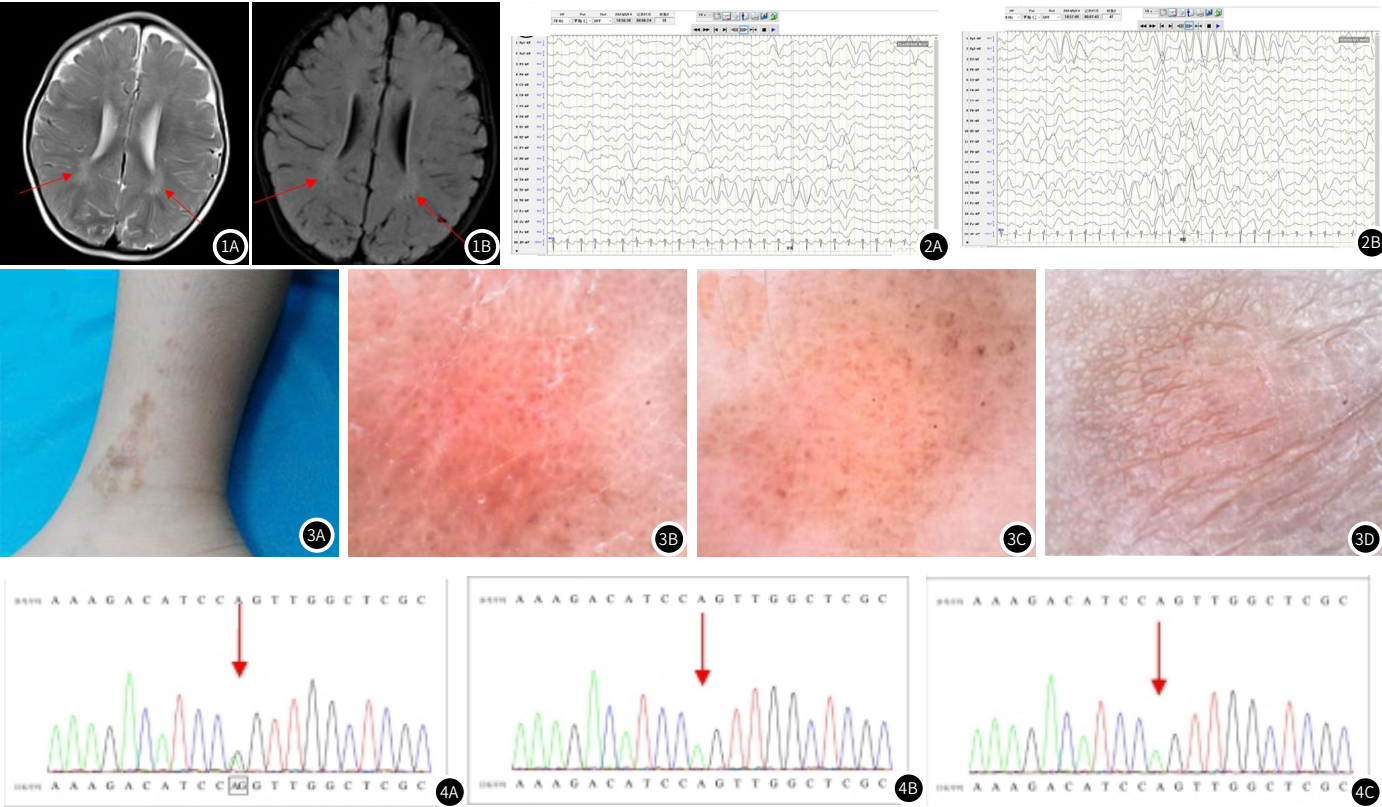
BRYLIB2患儿(1岁5月龄)的头颅MRI图像。图1A~图1B: 可见双侧侧脑室体后部旁白质对称性稍长T2信号, 提示双侧侧脑室体后部旁白质髓鞘化稍延迟。图2 BRYLIB2患儿(3岁2月龄)的视频脑电图。图2A: 背景节律慢(清醒期安静状态下双侧枕区2~4Hz低-中波幅混合活动, 夹杂少量低波幅快波); 2B: 清醒期少量双侧前头部为主广泛性中-高波幅慢波阵发。图3 BRYLIB2患儿右下肢皮疹; 图3A: 条状分布淡褐色斑丘疹; 图3B~图3D: 皮肤镜检查结果: 红色背景下, 见黄褐色斑片, 散在紫色点/球结构, 少许白色条索结构, 不典型血管、毫毛未见明显减少, 未见角栓。图4 患儿及其父母 H3-3B基因的Sanger测序图(箭头所示为验证位点)。图4A: 患儿携带H3-3B基因c. 377A>G杂合变异; 图4B~图4C: 患儿父母均未检测到该变异。
